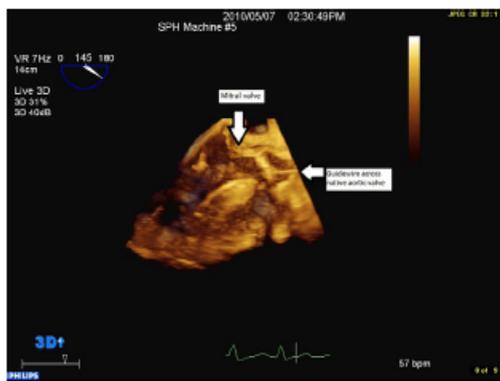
Live 3D midesophageal transesophageal echocardiographic imaging at 145° plane rotation demonstrating transapical guidewire advancement through the left ventricle and across the stenotic native aortic valve. This view is useful in avoiding entrapment of the guidewire within the mitral valve apparatus. (See Video 3 [view video clip online](#)).
